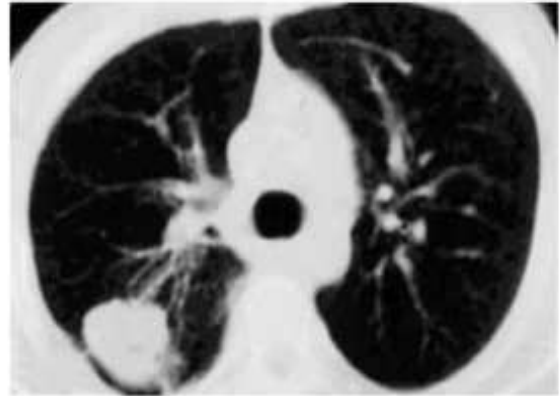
Coupe TDM en fenêtre parenchymateuse. Masse parenchymateuse du lobe supérieur droit, à contours réguliers.
